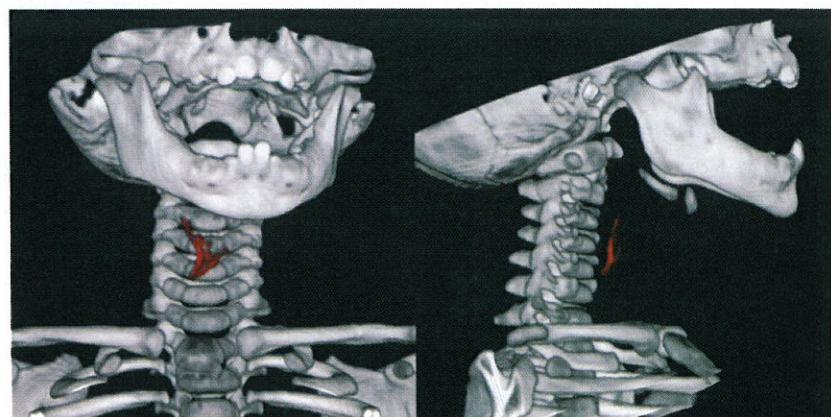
3D-CT images of case 2. A fish bone like a triangle is demonstrated.
